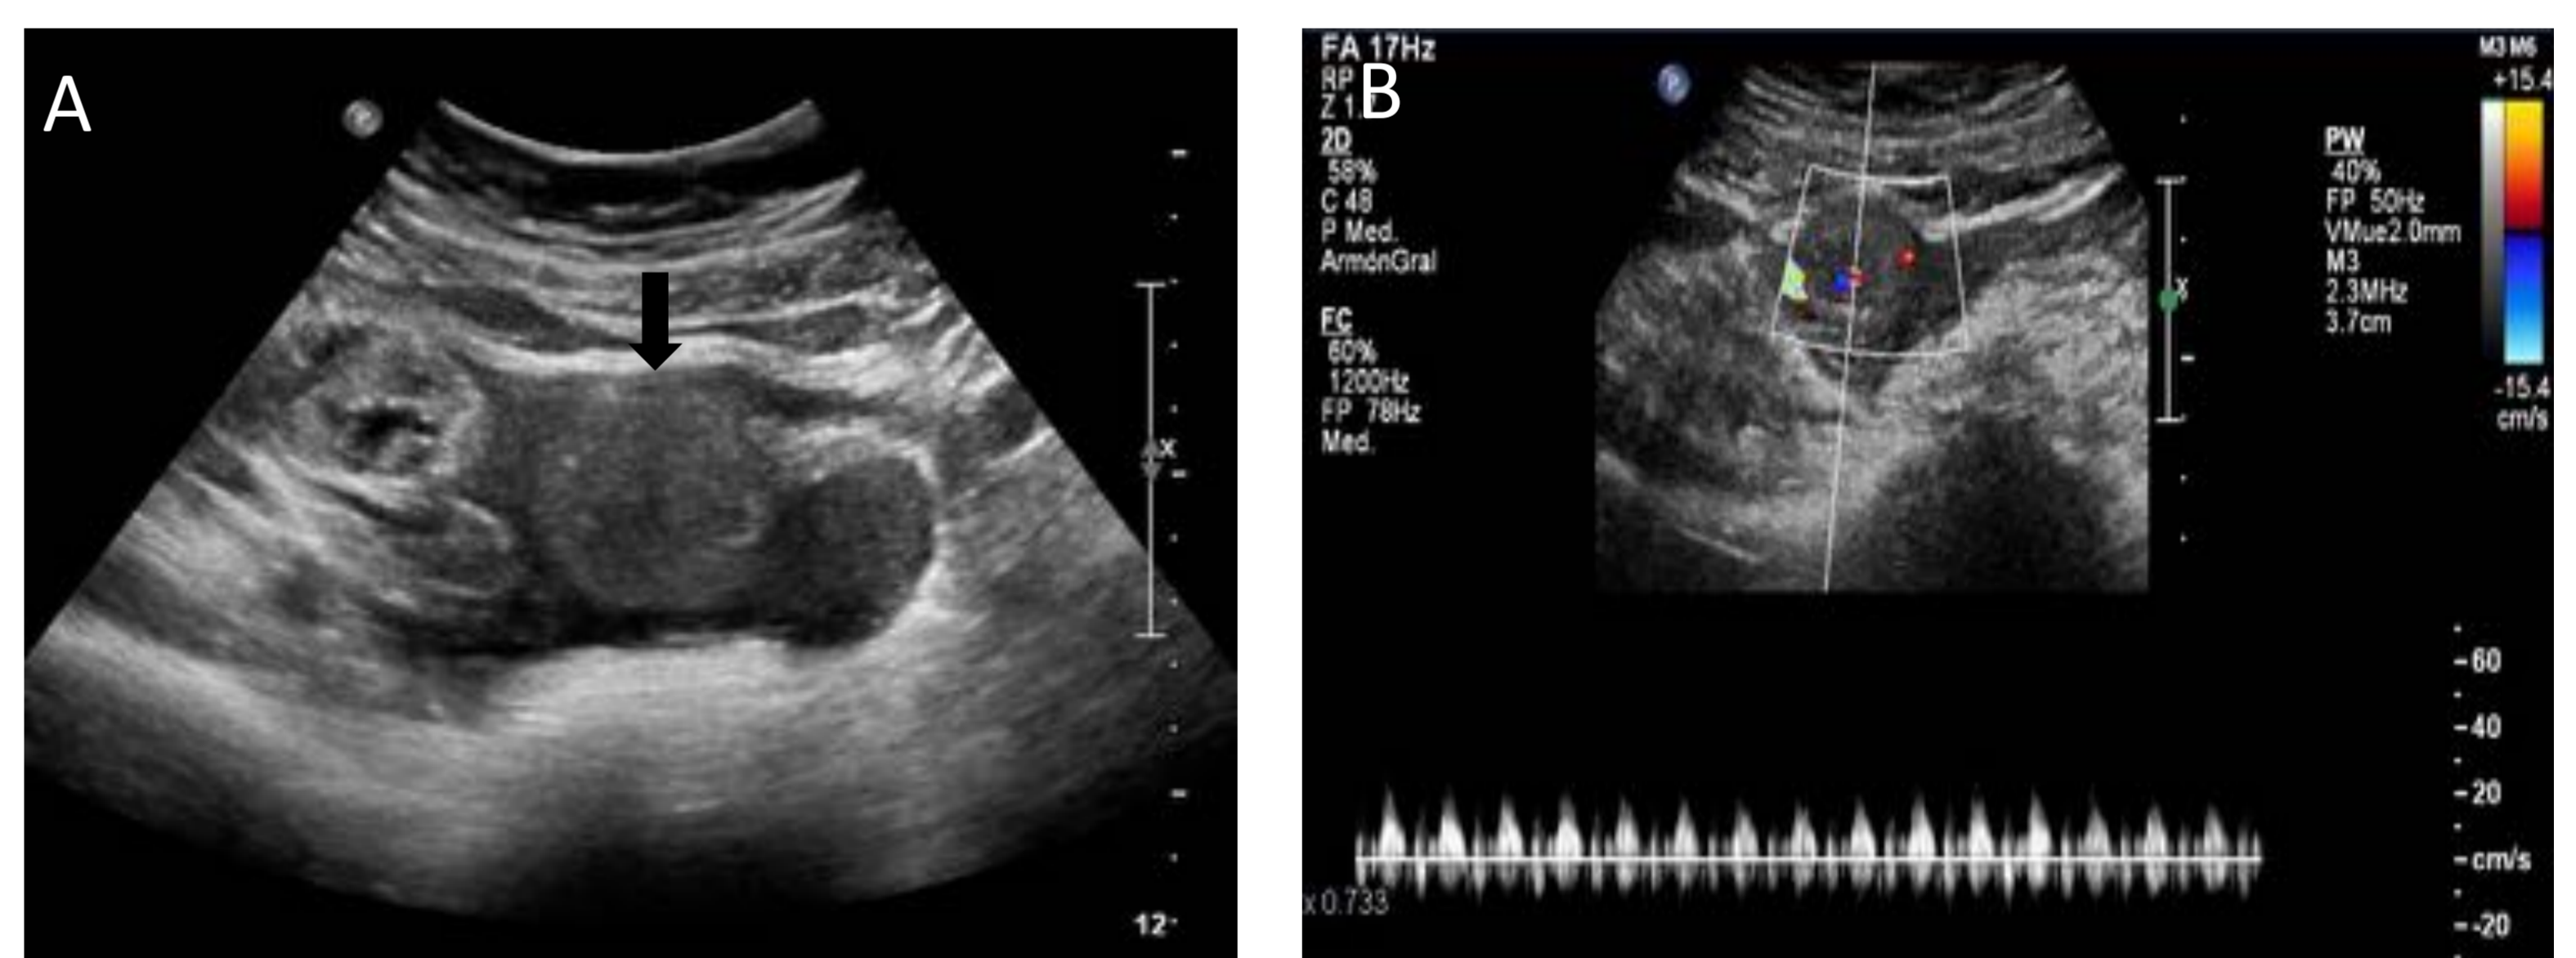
Embarazo ectópico roto. Mujer de 16 años con dolor pélvico moderado. A) Masa anejal levemente hipoeoica (flecha negra), asocia líquido libre con abundantes ecos (flecha blanca). B) En modo Doppler se evidencia patrón de elevada frecuencia compatible con latido cardíaco fetal.
